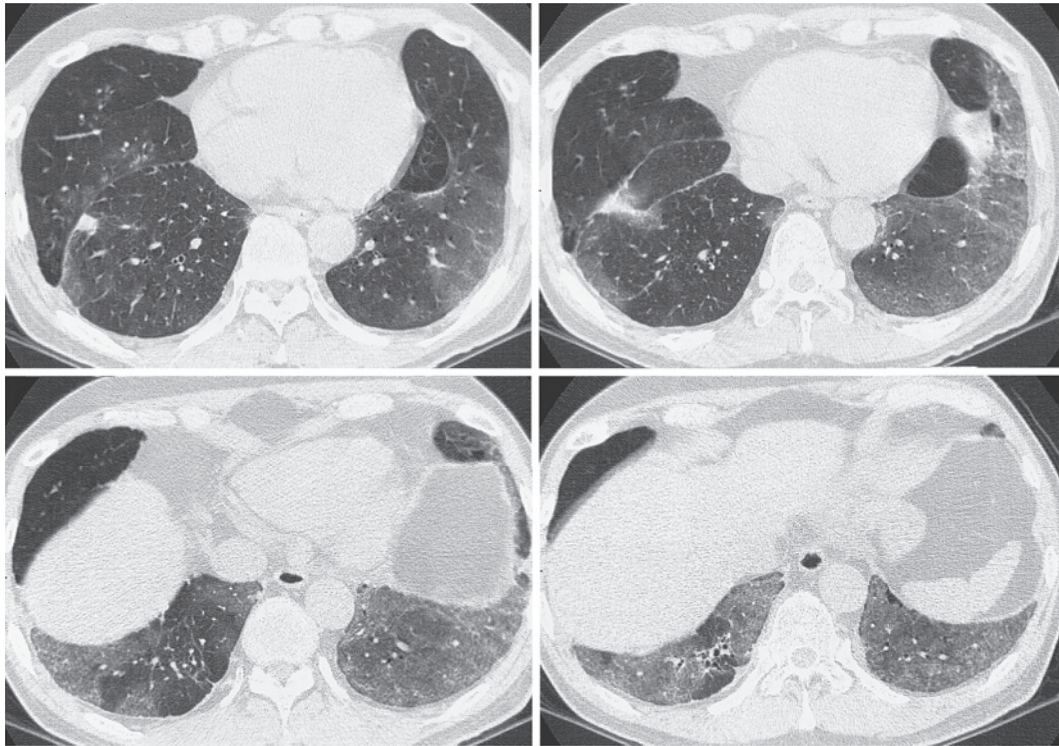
High-resolution computed tomography (CT) findings on admission. Chest high-resolution CT revealed homogeneous ground-glass opacities in both lower lobes and a small amount in the right middle lobe. A sarcoidosis nodule was also detected, attached to the interlobular septum.
